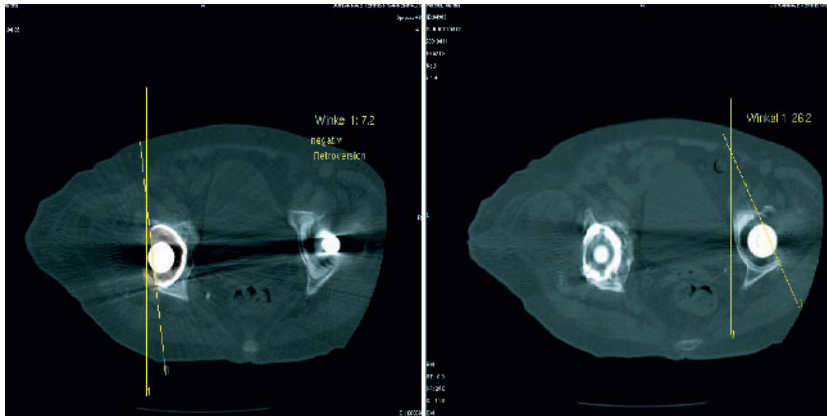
Pfanneneinstellung im CT
